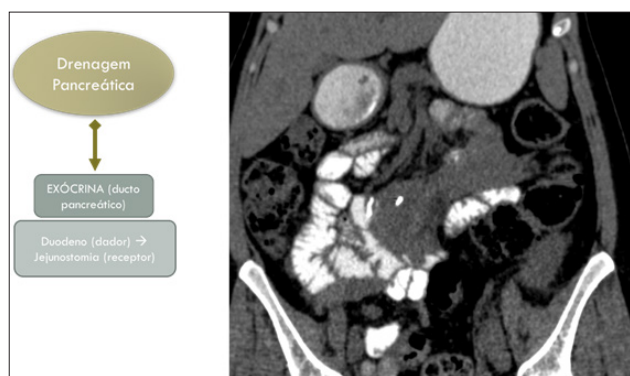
Drenagem exócrina: abordagem entérica. Reformatação coronal de TC abdomino-pélvico (contraste oral) noutra doente demonstra a duodeno-jejunostomia (assinalada pelos fios metálicos de sutura - seta).
